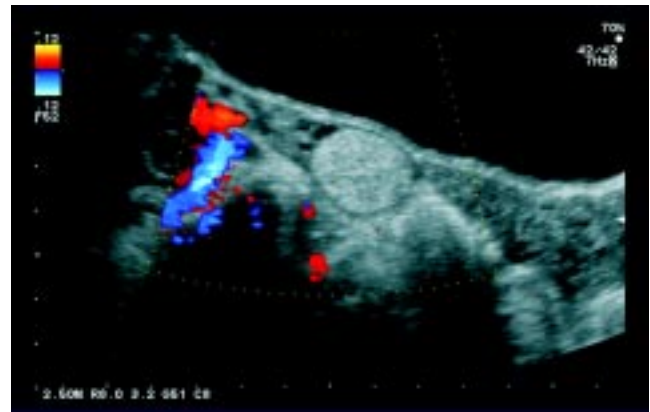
Lesión del ovario derecho, con la modalidad Doppler no muestra vascularidad.
